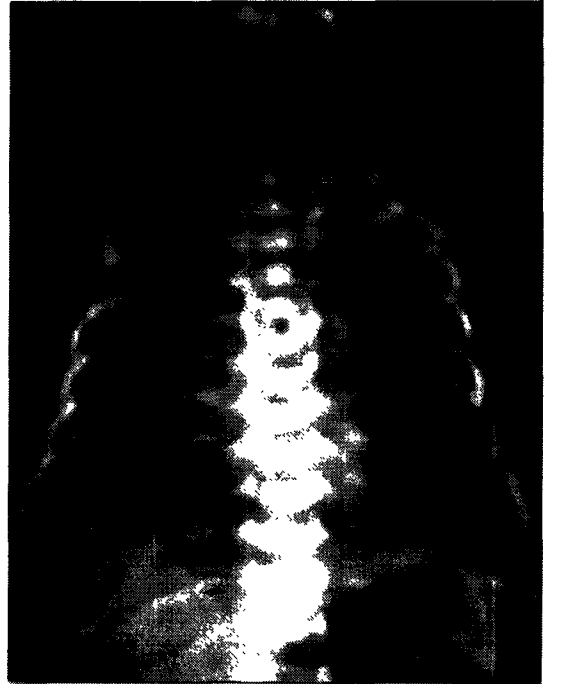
Akciğer grafisinde: Apneik ataklar ve siyanoz olduğunda alınan P/A akciğer grafisinin normal olduğu izlenmektedir
